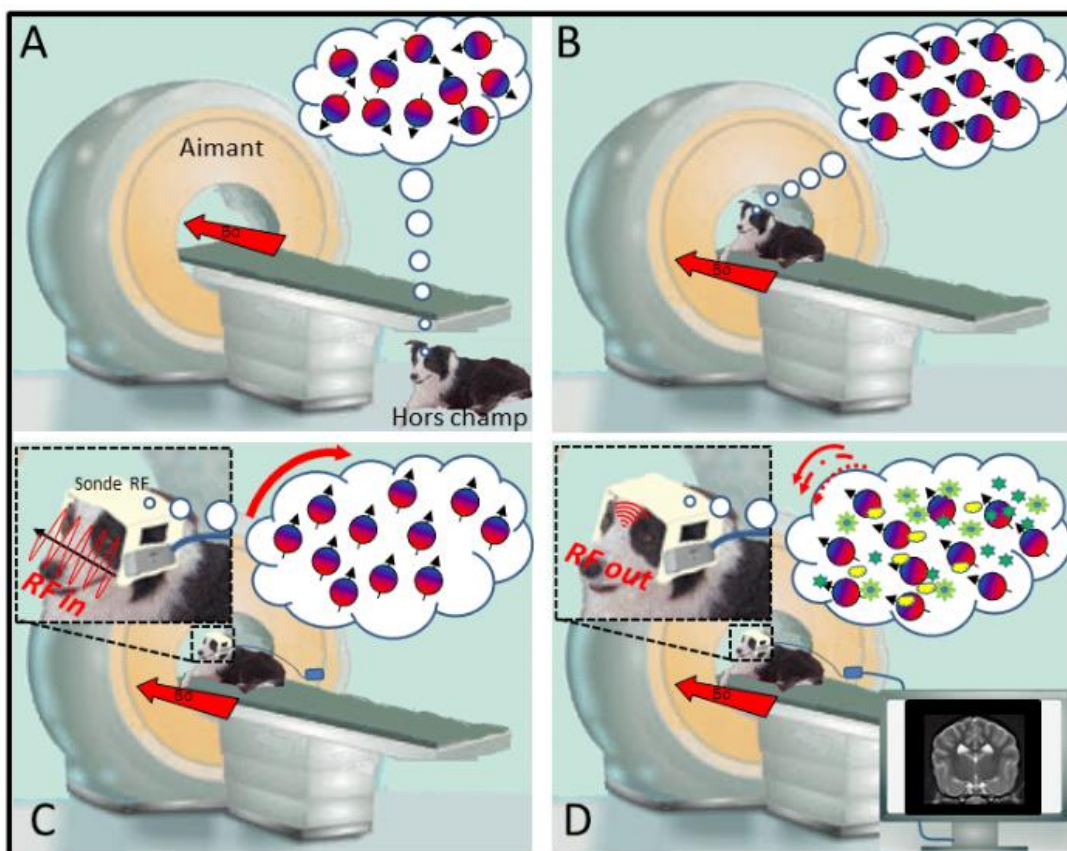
Principe de l'IRM [DHENAIN2015]
